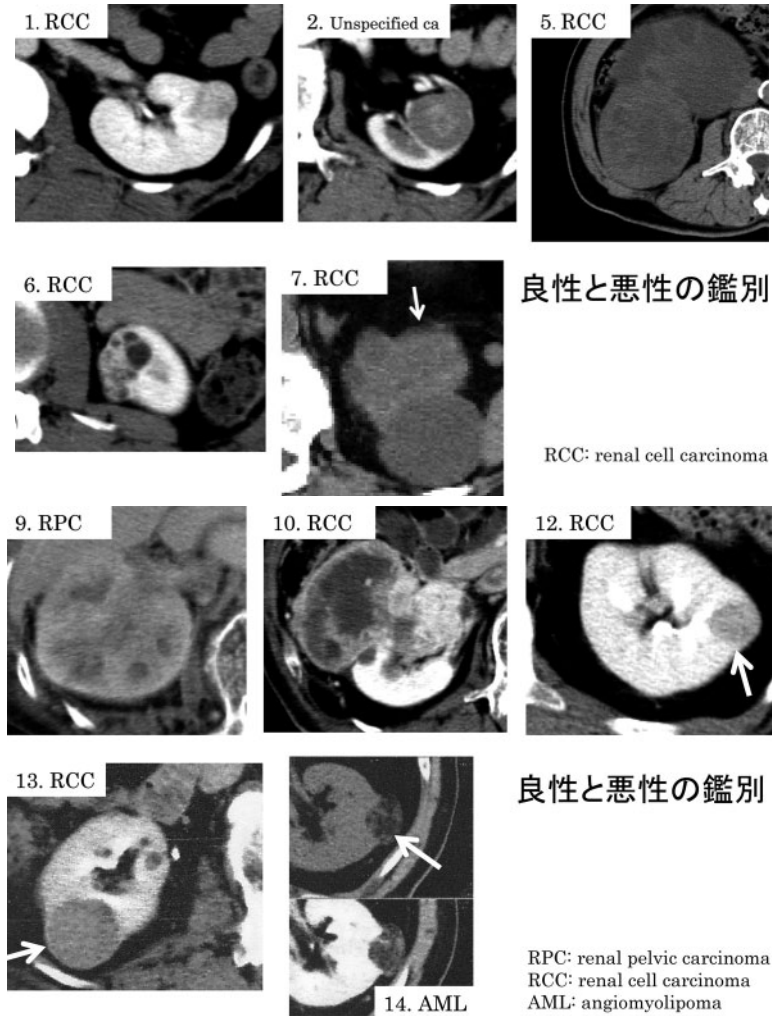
CT findings for differentiation between malignancy and benign.
